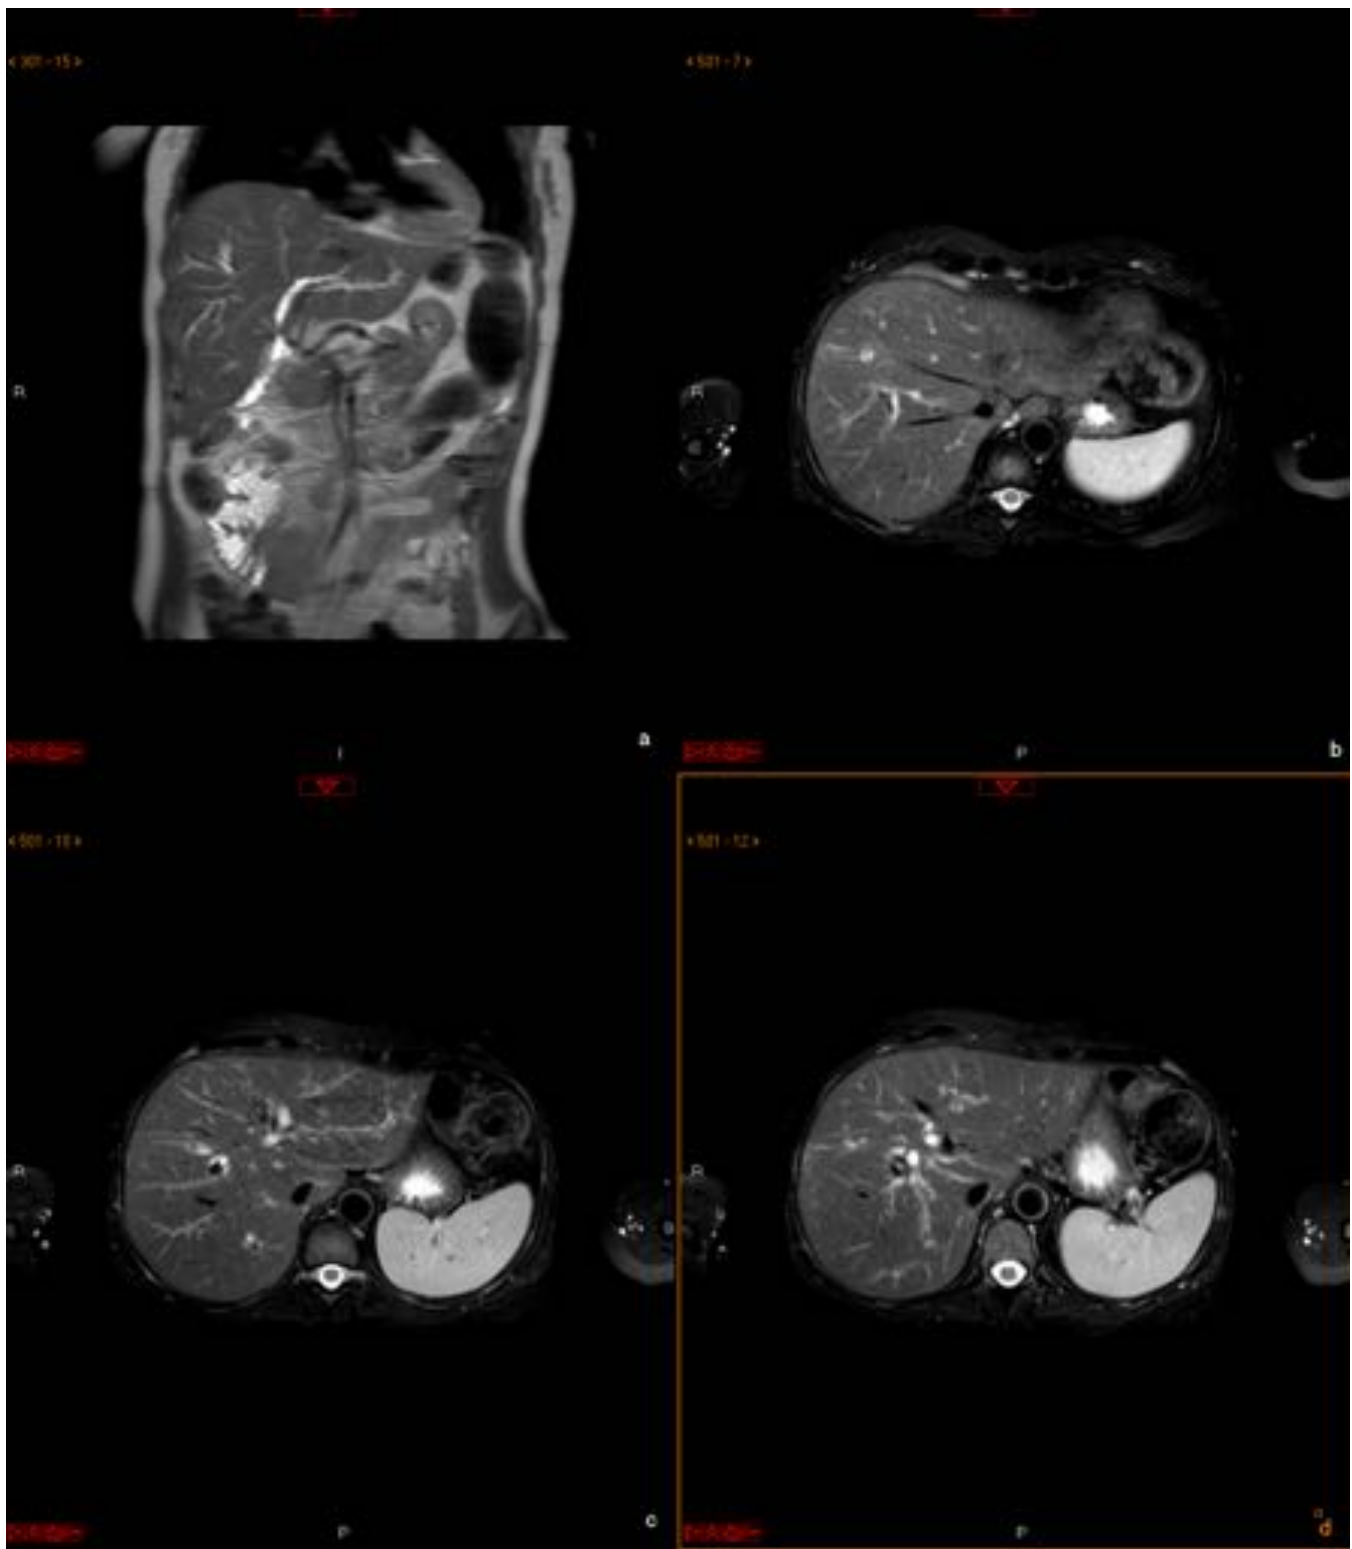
Mujer de 43 años con diagnóstico de colangitis esclerosante primaria. Hepaticoyeyunostomía y portadora de stent biliar reabsorbible en Junio 2015. RM abdomen (coronal SSh TE y axiales T2SPIR): Moderada dilatación de radicales biliares intrahepáticos con estenosis a nivel de la anastomosis de su hepaticoyeyunostomía sin apreciarse claros defectos de replección en su interior. Irregularidad ductal con aspecto arrosariado de la vía biliar en relación a su colangitis esclerosante.
